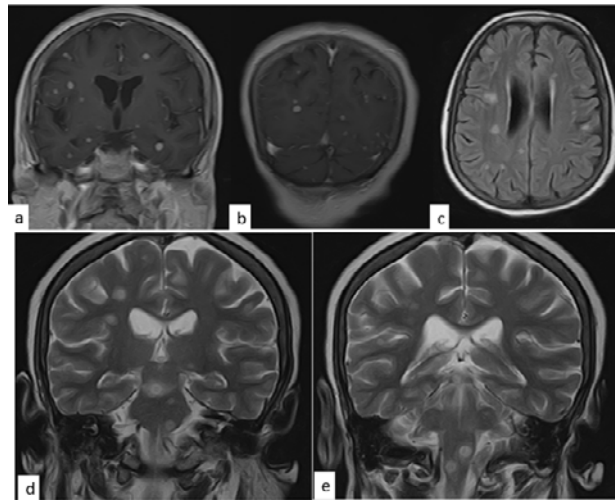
IRM EN PONDERATION T1 AVEC INJECTION DE PRODUIT DE CONTRASTE (A, B), FLAIR (C) ET T2 (D, E) OBJECTIVANT DES LESIONS MULTIPLES PARENCHYMEUSES DE DISTRIBUTION ALEATOIRE, PREFERENTIELLEMENT A LA JONCTION SB/SG DE TAILLE MILLIMETRIQUES, HYPER INTENSE EN T2 ET FLAIR ET SE REHAUSSANT DE FAÇON MICRONODULAIRES ET ANNULAIRE.
